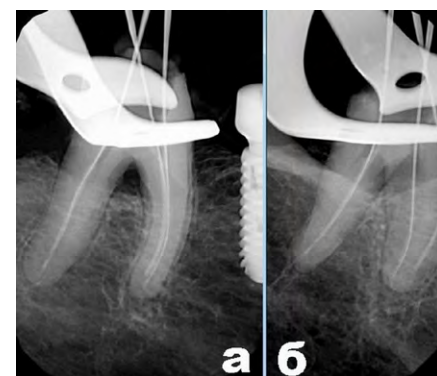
Внутриротовые рентгенограммы зуба 4.7: a — в прямой проекции наблюдается суммация теней инструментов в мезиальном корне, дефект костной ткани в области фуркации отчетливо визуализируется; b — в косой дистально-эксцентрической проекции получено раздельное изображение инструментов в мезиальном корне, просвет деструкции в области фуркации визуально не определяется
